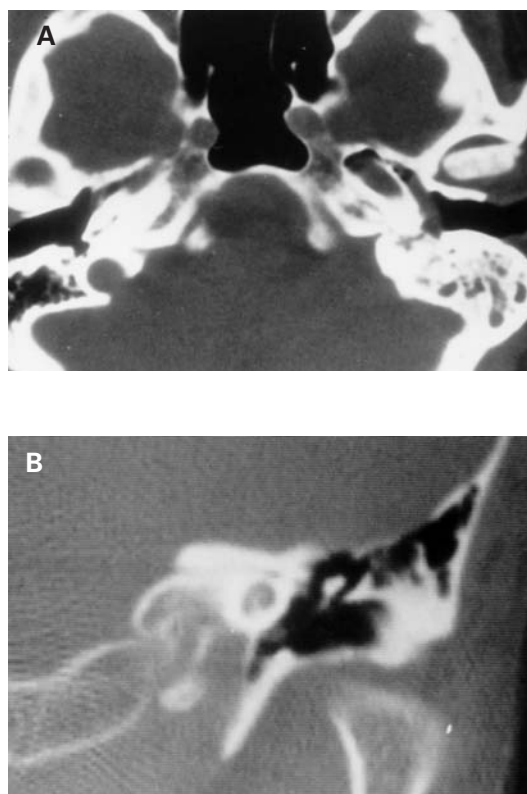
A: Tumor glómico bilateral en TC axial. En el lado derecho existe uno de 2×2 mm asentando sobre el promontorio; en el izquierdo, ocupa la casi totalidad de la caja del tímpano. B: Imagen TC coronal del peñasco derecho con el glomus promontorial.
